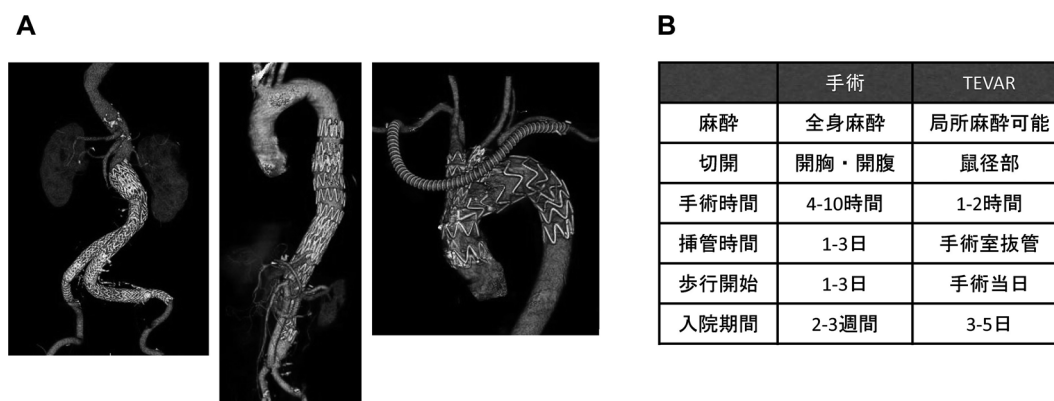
A: EVAR (Endovascular Aortic Repair) と TEVAR (Thoracic EVAR) の術後CT。左から順に、腹部大動脈、胸部下行～胸腹部大動脈、弓部大動脈(左鎖骨下動脈分岐部で塞栓し両側鎖骨下動脈バイパスを追加)にステントグラフトを留置している。
